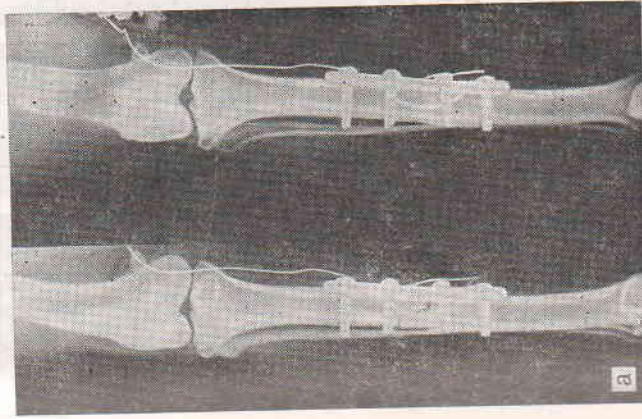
Рентгенограммы после остеосинтеза пластинкой (а), через 2 мес ЭСО (б) и вазограммы через 3 мес после остеосинтеза.
